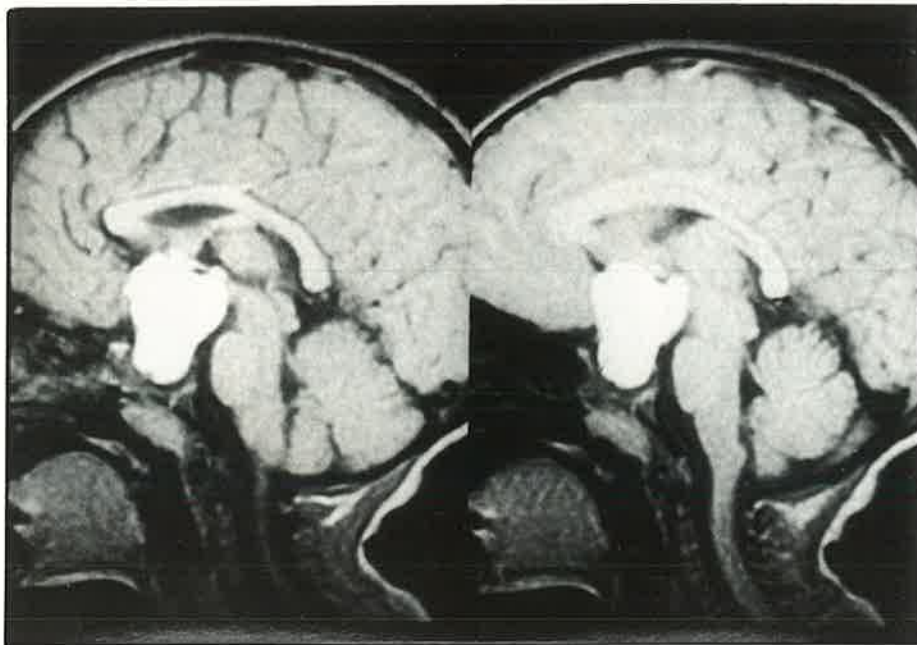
CT scan of patient 3. Large recidivant suprasellar mass extending posteriorly and affecting the mammillary bodies region.
